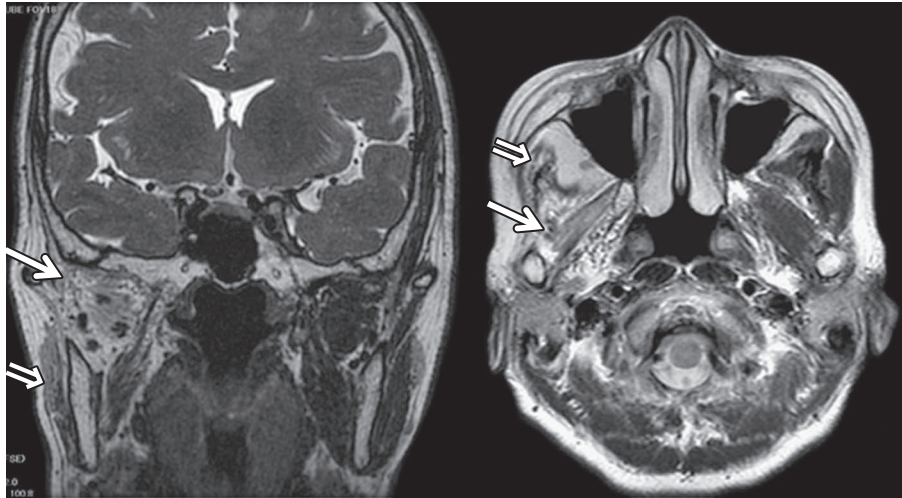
Scans of brain MRI.
